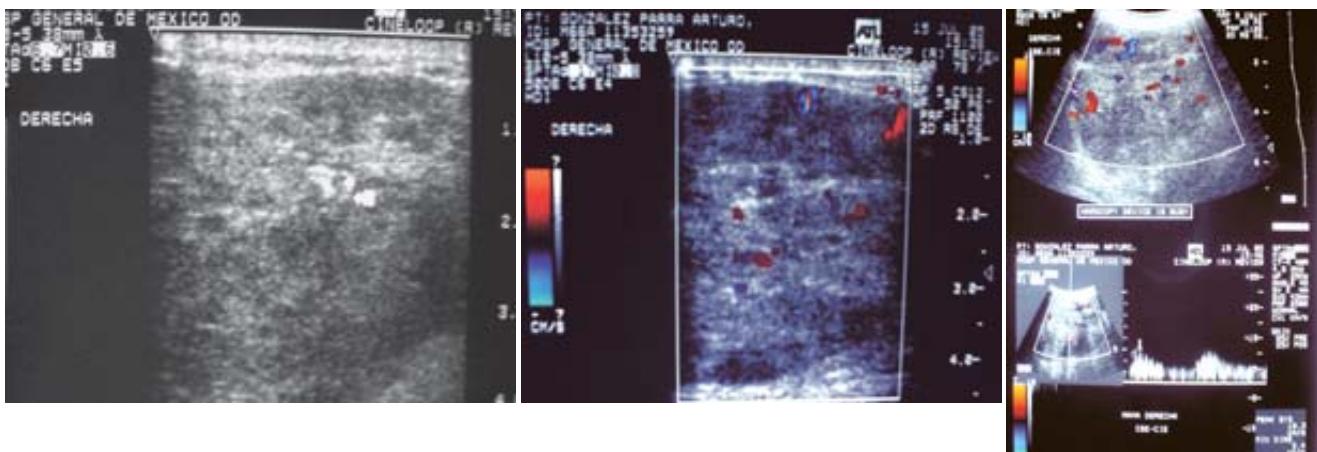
Ultrasonido Doppler. Demostración de las imágenes, tras aplicar Doppler color se observa moderada vascularidad de la lesión.
